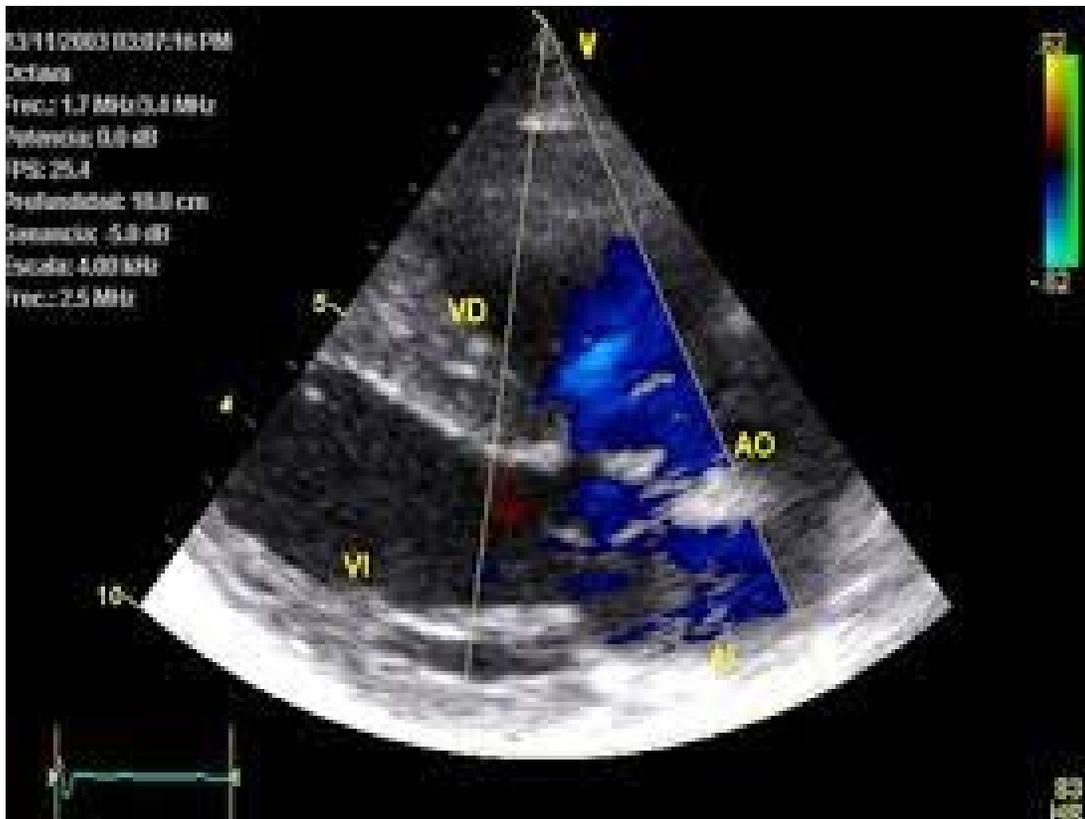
Ecocardiograma Bidimensional y Doppler a Color midiendo el Shunt de Izquierda a Derecha/Diámetro del Orificio de acuerdo con el Gradiente.
